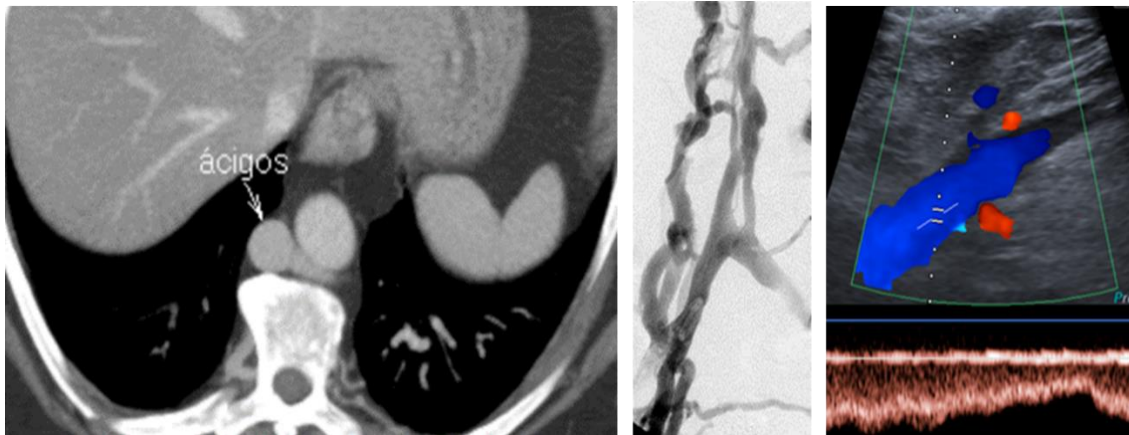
Oclusión de vena cava inferior, vena iliaca permeable en eco-Doppler. La cavografía y el CT manifiestan un drenado venoso suficiente
